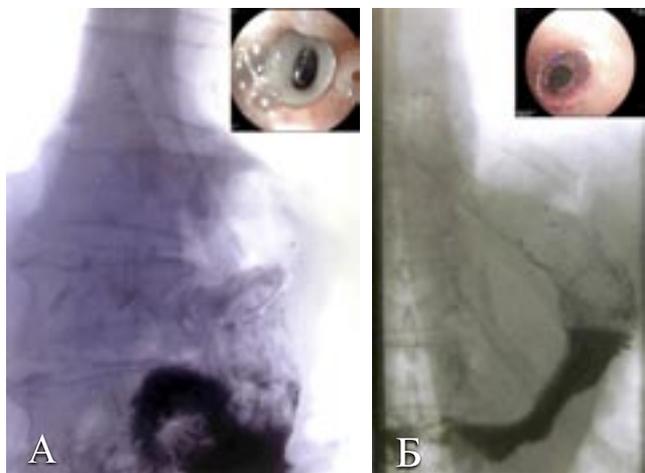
Рентгенограммы и эндофото ригидного (А) и саморасширяющегося (Б) стентов
